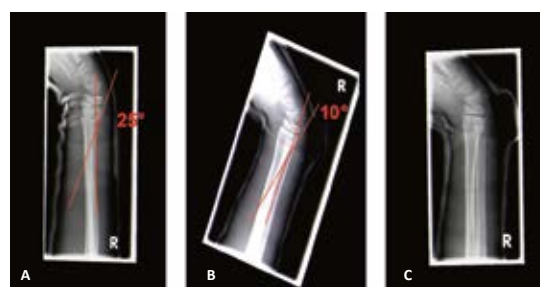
A: Röntgenbilder einer sagittalen Dislokation von 25 Grad einer dorsal versetzten vollständigen Fraktur der distalen radialen Metaphyse. B und C: Die Angulation wurde nach dem Keilen um 15 Grad verringert, wodurch die Deformität die Grenzen einer ausreichenden spontanen Korrektur nicht mehr überschreitet.
